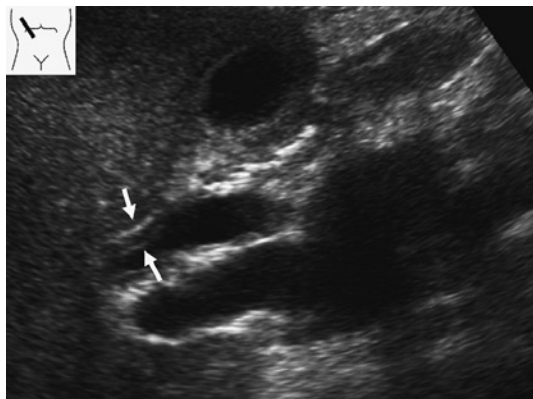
IgG4 関連硬化性胆管炎の腹部超音波像。腹部超音波検査により肝外胆管の著明な胆管壁の肥厚が描出されている (矢印)。
